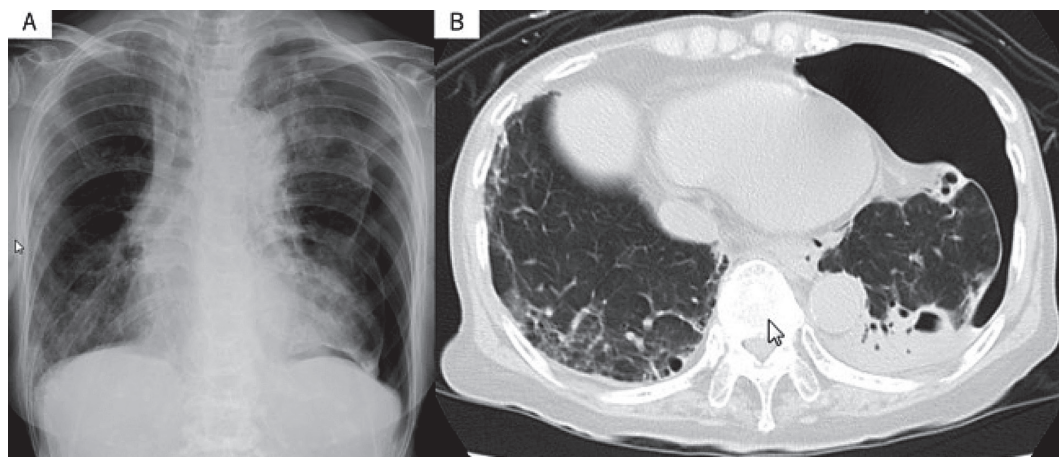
In April 2012, chest radiograph of case 2 showed left pneumothorax (A). Chest CT showed left pneumothorax and cavity suspected to be the cause of pneumothorax in the left lower lobe (B).
